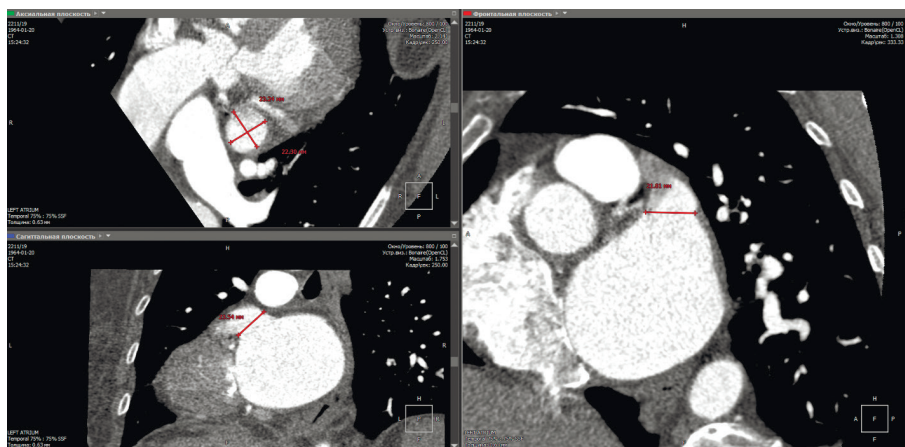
Компьютерная томография левого предсердия с контрастированием левого предсердия и ушка. Красной линией показаны измерения поперечного размера устья ушка.
